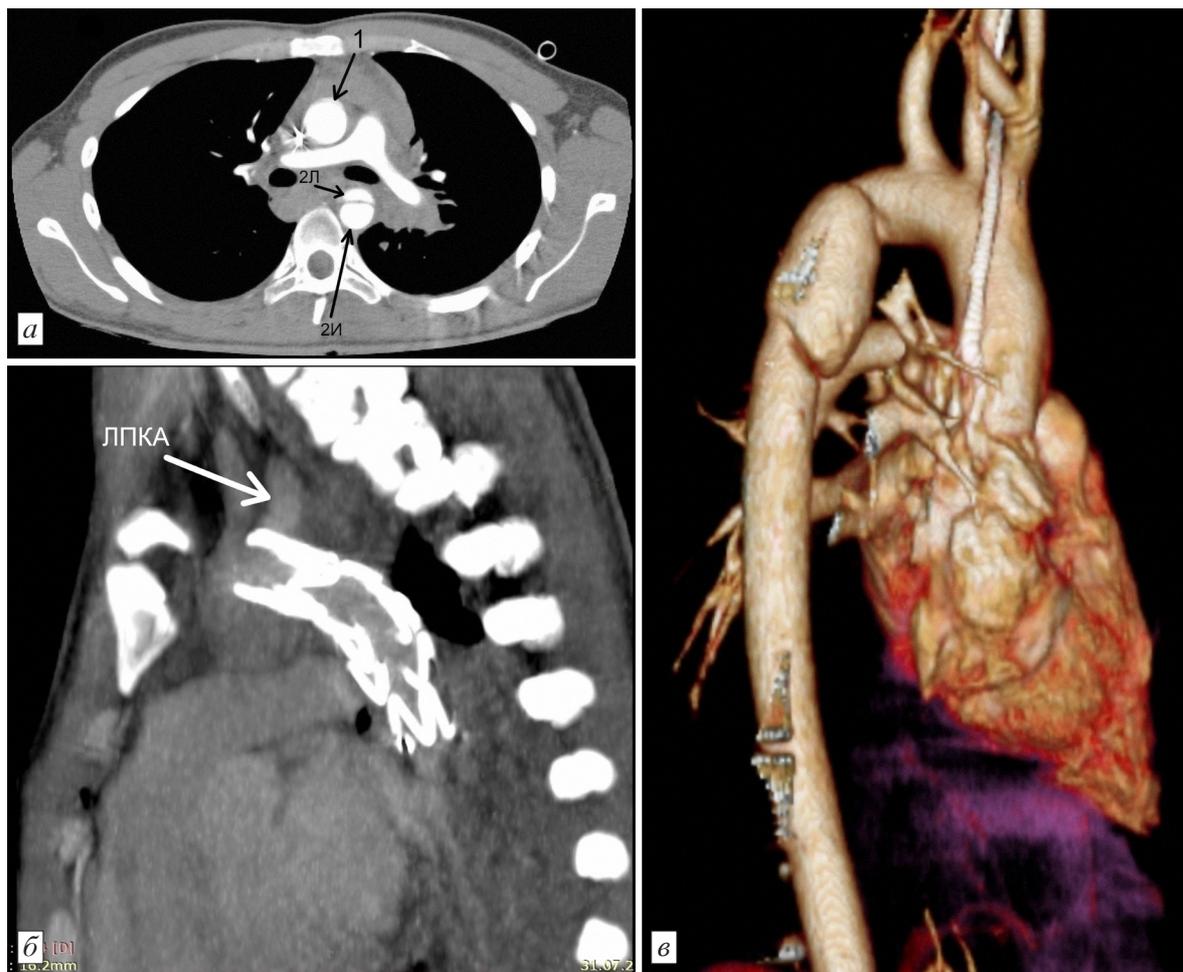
Компьютерные томограммы пострадавшего.
